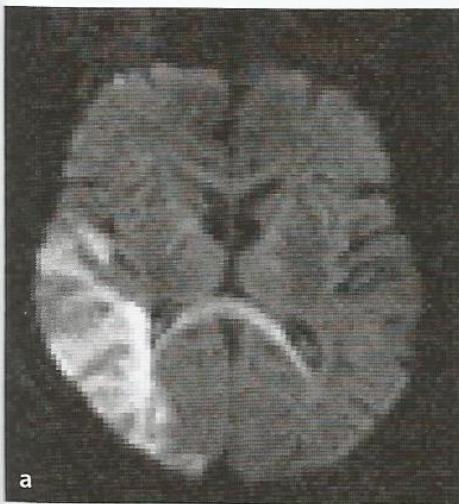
Infarto do território da artéria cerebral média direita causando negligência (RM). a. Imagem axial na sequência EPI. b. Imagem axial na sequência FLAIR em T2. As imagens axiais mostram que o infarto envolvia a parte posterior do território da artéria cerebral média direita, estendendo-se em direção posterior até o lobo occipital e a parede do ventrículo lateral. As áreas acometidas incluíam o lobo temporal, os giros angular e supramarginal do lobo parietal e o lobo occipital. A hemianopsia do paciente era atribuída ao acometimento da radiação óptica e do lobo occipital. c. Imagem sagital em T2. A zona de hiperintensidade do infarto estava localizada atrás e sob a fissura de Sylvius.
